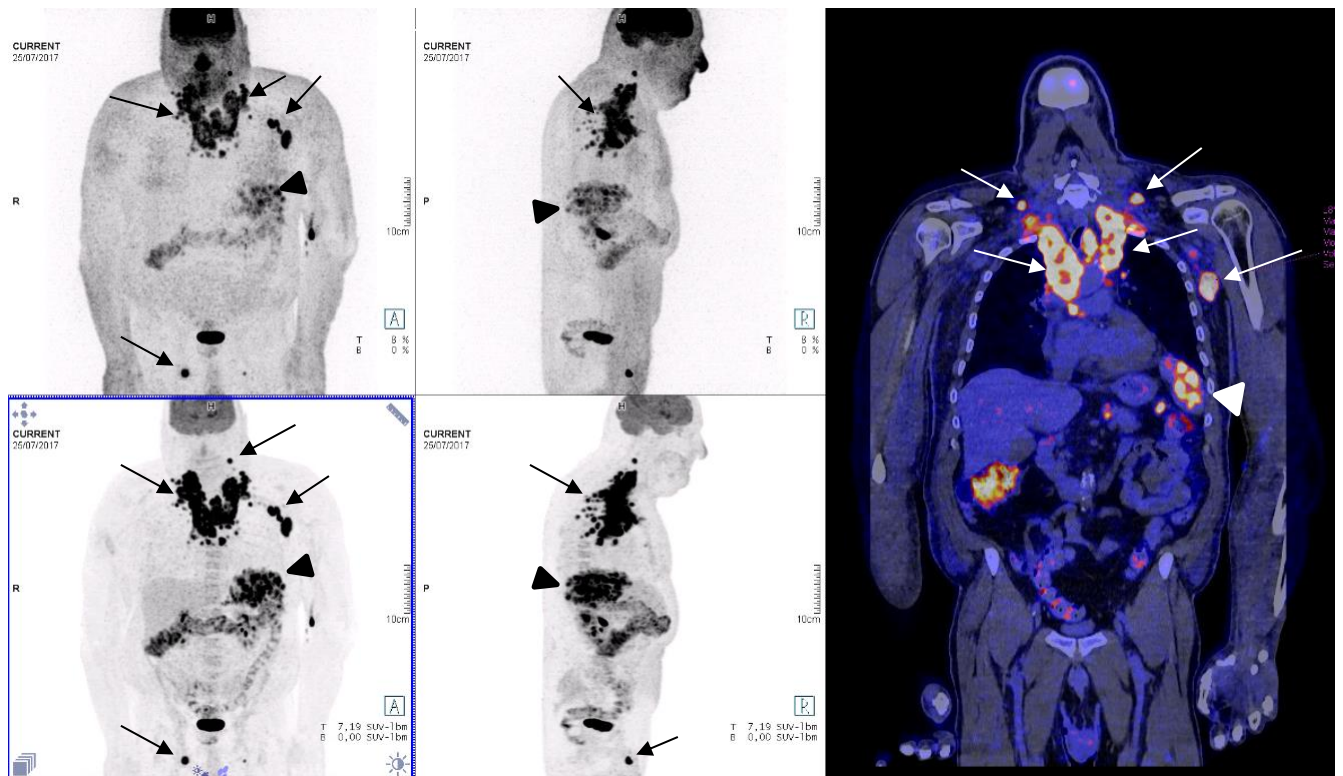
18F-FDG PET/CT of an NHL patient. A 63 years-old man presented with a fever, asthenia, night sweat, and dyspnea. Arrowheads show 18F-FDG nodular accumulation in the spleen (SUVmax: 18,3). Arrows show 18F-FDG accumulation in multiple lymph nodes (Right axillary SUVmax: 21,4). The distribution of lymph nodes uptake was asymmetrical in axillary, mediastinal, abdominopelvic, and inguinal area. A lymph node biopsy made the diagnosis of NHL.
